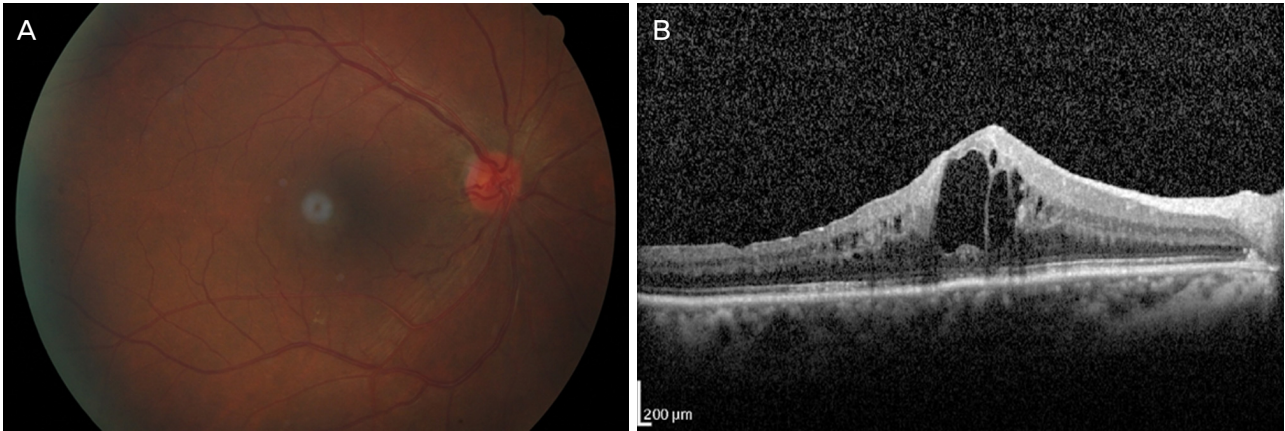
Patient's fundus photograph and optical coherence tomography after intravitreal bevacizumab injection twice and vitrectomy. Fundus photograph (A), optical coherence tomography (B) show the macular edema did not improved.
